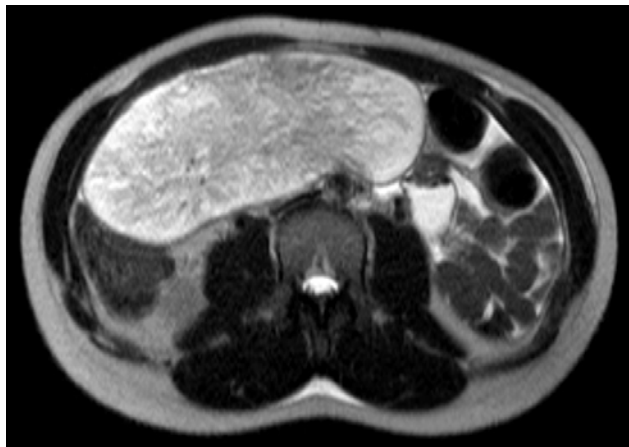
Imagem de RM ponderada em T2 no plano axial.
